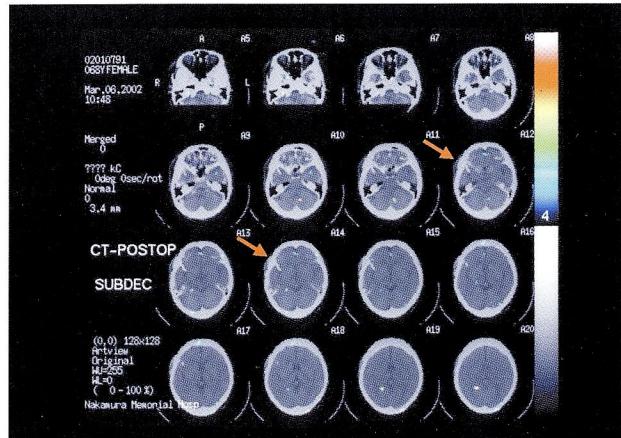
63歳、女性のART解析による右中大脳動脈瘤術後のCT-IMP (安静時) SPECT registration
